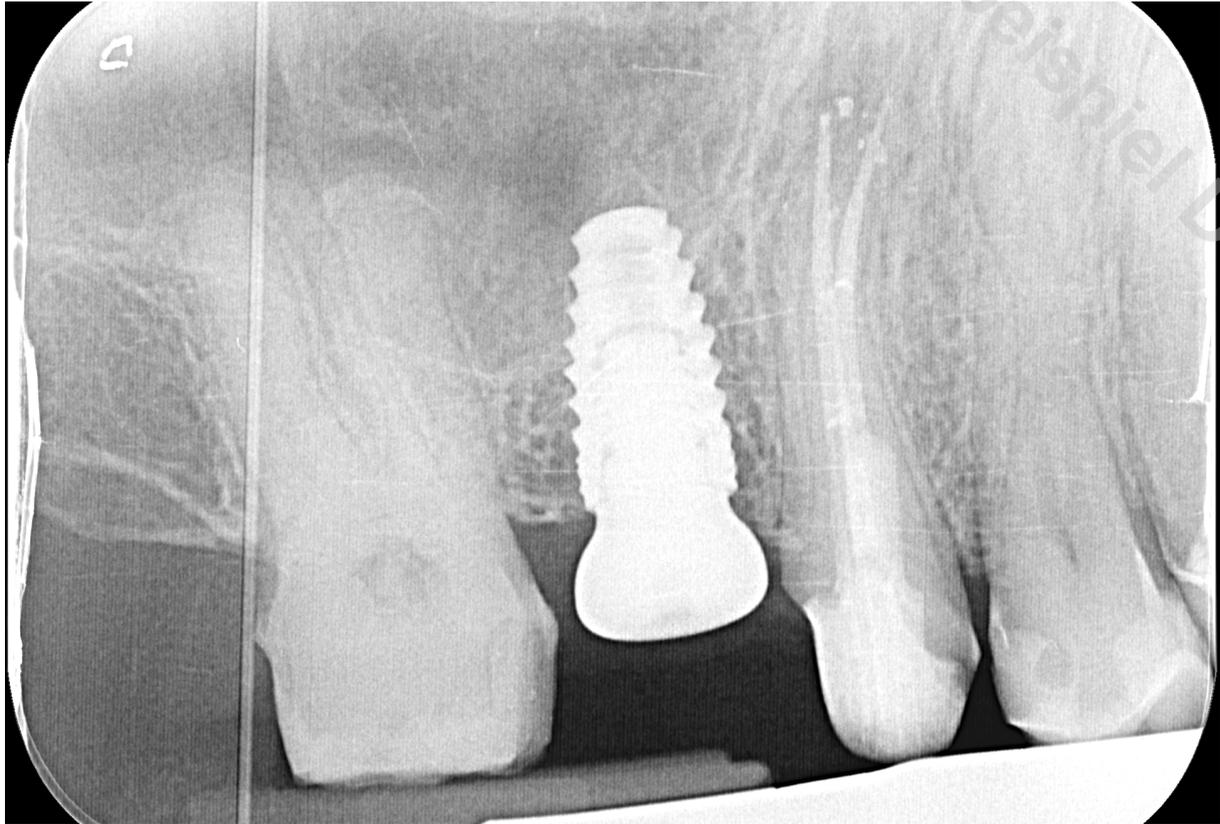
Röntgenkontrollaufnahme nach Downpack und Backfill*
